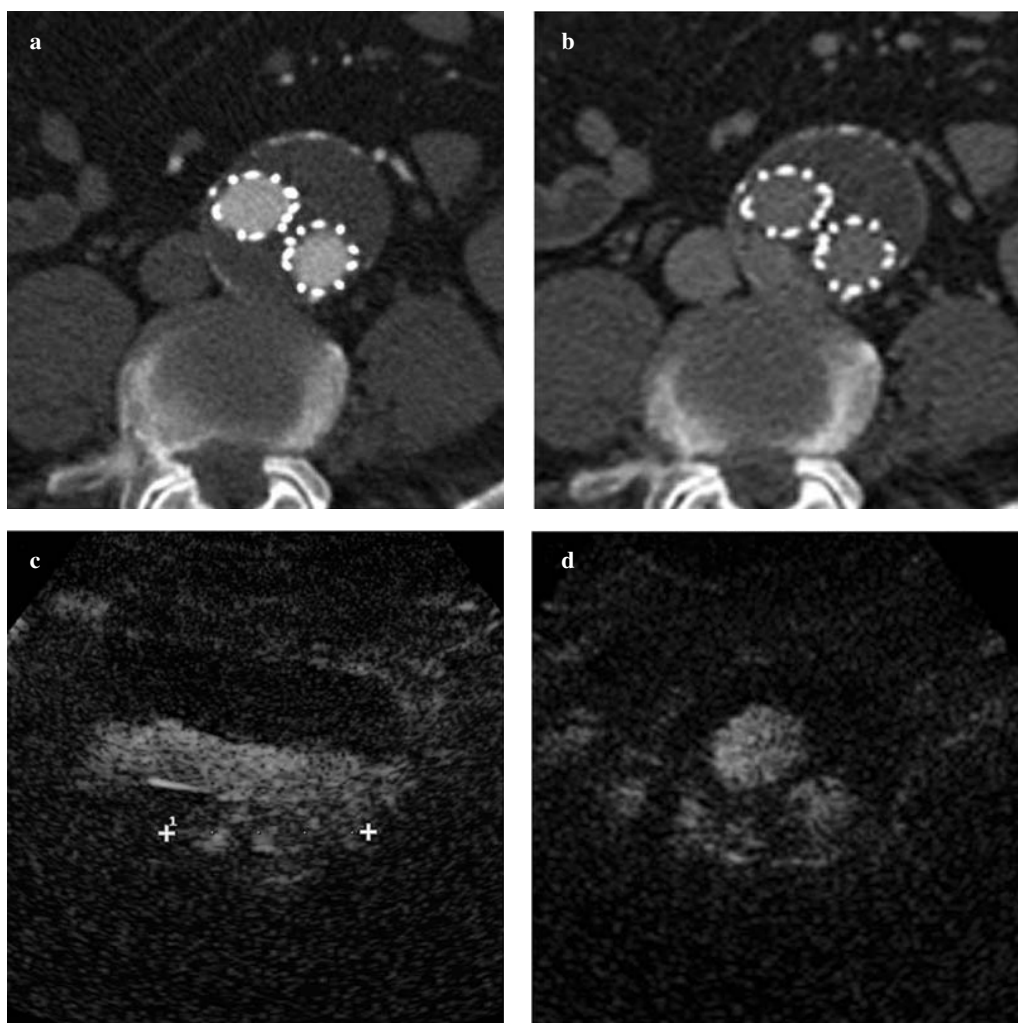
Case of slow-flow type-2 endoleak detected in delayed imaging but occult in the arterial phase. Axial CTA images from the arterial (a) and delayed (b) phases at the same level: no true endoleak is visible in the arterial phase, whereas a posterior leak is nicely depicted at the periphery of aneurysmal sac in the 3-min delayed phase of CTA and easily assessed during dynamic contrast-enhanced ultrasound examination about 100 s after contrast injection [in longitudinal (c) and axial (d) scans], fed by a lumbar artery.
